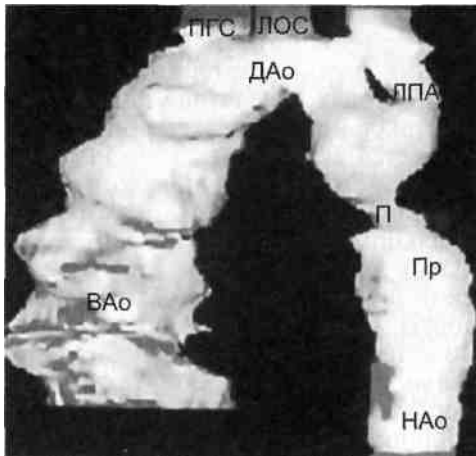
Компьютерная томограмма. Коарктация аорты мембранозного типа.
